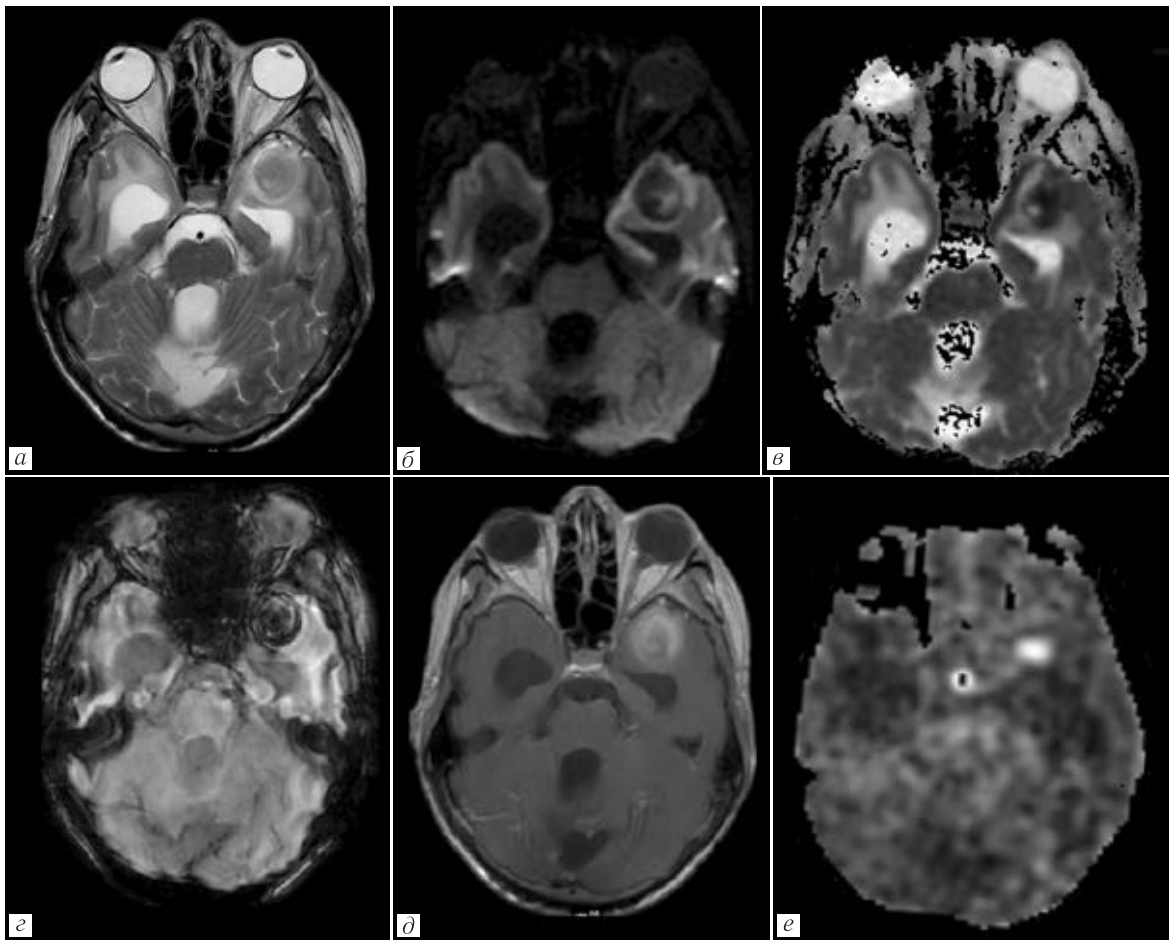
МРТ головного мозга у пациента с метастазом в левой височной доле: *a* — T2-ВИ; *б, в* — DWI, ADC; *г* — SWAN; *д* — T1-ВИ с контрастированием; *е* — ASL-перфузия. В левой височной доле четко очерченное внутримозговое образование с участками ограничения диффузии, артефактами магнитной восприимчивости на SWAN за счет микрокровоизлияний и сосудистых шунтов, кольцевидным паттерном контрастирования и признаками гиперперфузии
